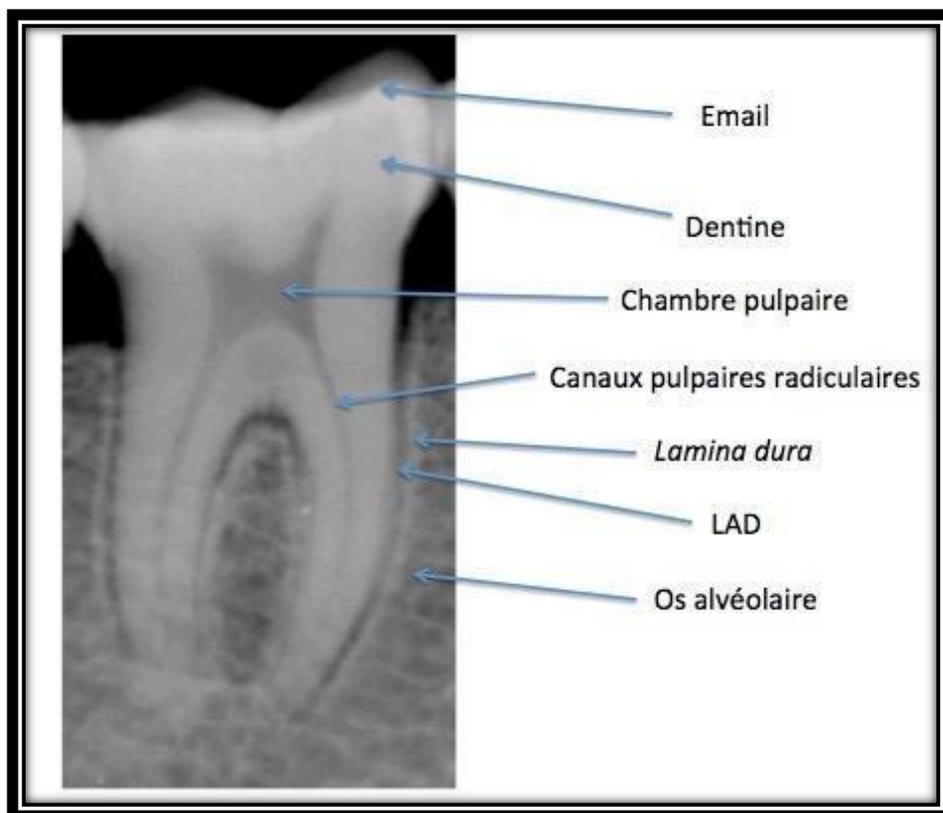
image radiographie d'une dent
